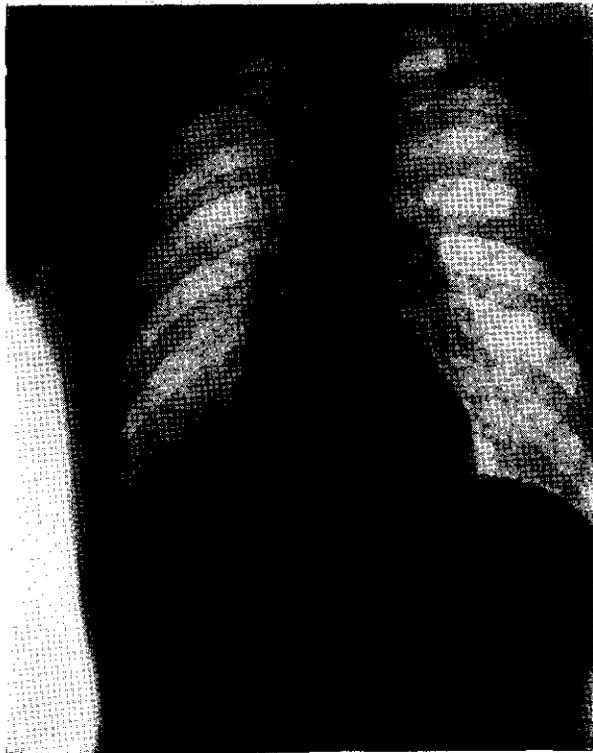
I. V.—Julio 27 de 1946.—Puede observarse en la radiografía la sombra de la base que ocupa el seno cardio-frénico derecho.
